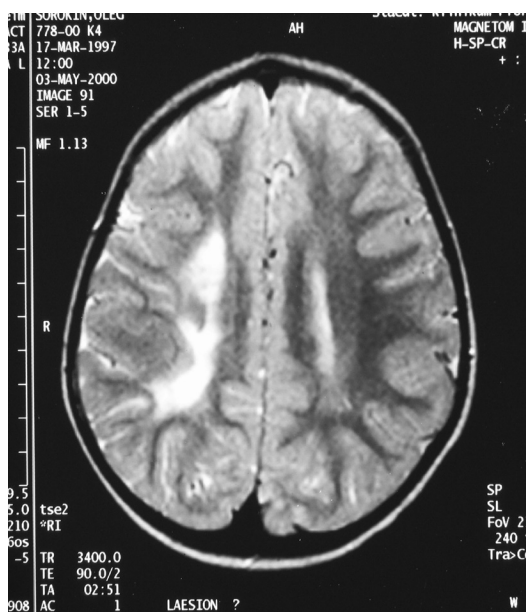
МРТ. Асимметричная вентрикулодилатация и частичная атрофия коры у пациента С. 8 лет с перинатально обусловленным СДВГ.
